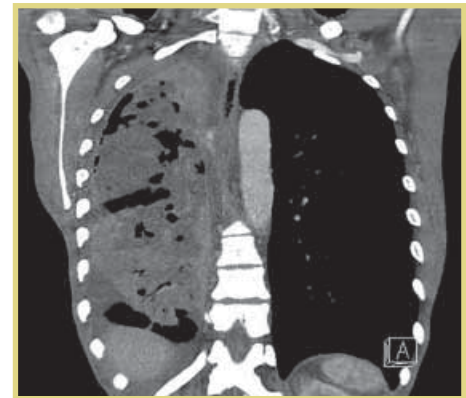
Компьютерная томограмма пациента П.
